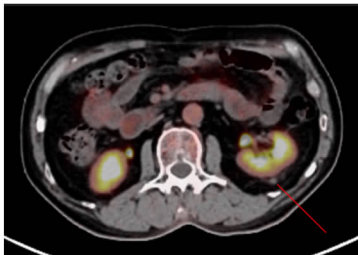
患者2024年12月30日PET-CT(注:红线所指为左肾占位)
